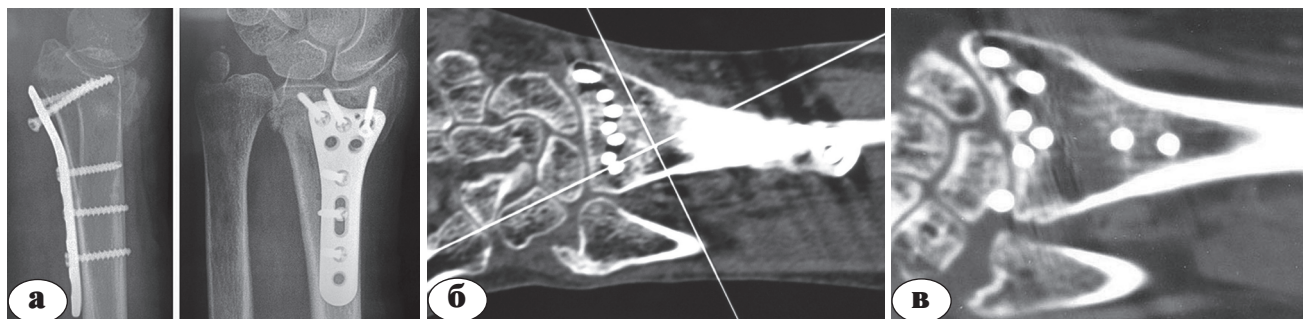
Рентгенограммы нижней трети предплечья в боковой и прямой проекциях: миграция блокируемого винта из шиловидного отростка лучевой кости через 1,5 месяца после операции (а); компьютерная томограмма нижней трети предплечья и запястья, реконструкция во фронтальной плоскости: субхондральное проведение винтов в метаэпифизарной зоне лучевой кости у больной Ю., 59 лет (б); компьютерная томограмма нижней трети предплечья и запястья, реконструкция во фронтальной плоскости: внутрисуставное проведение винта у больной Б., 47 лет (в)
